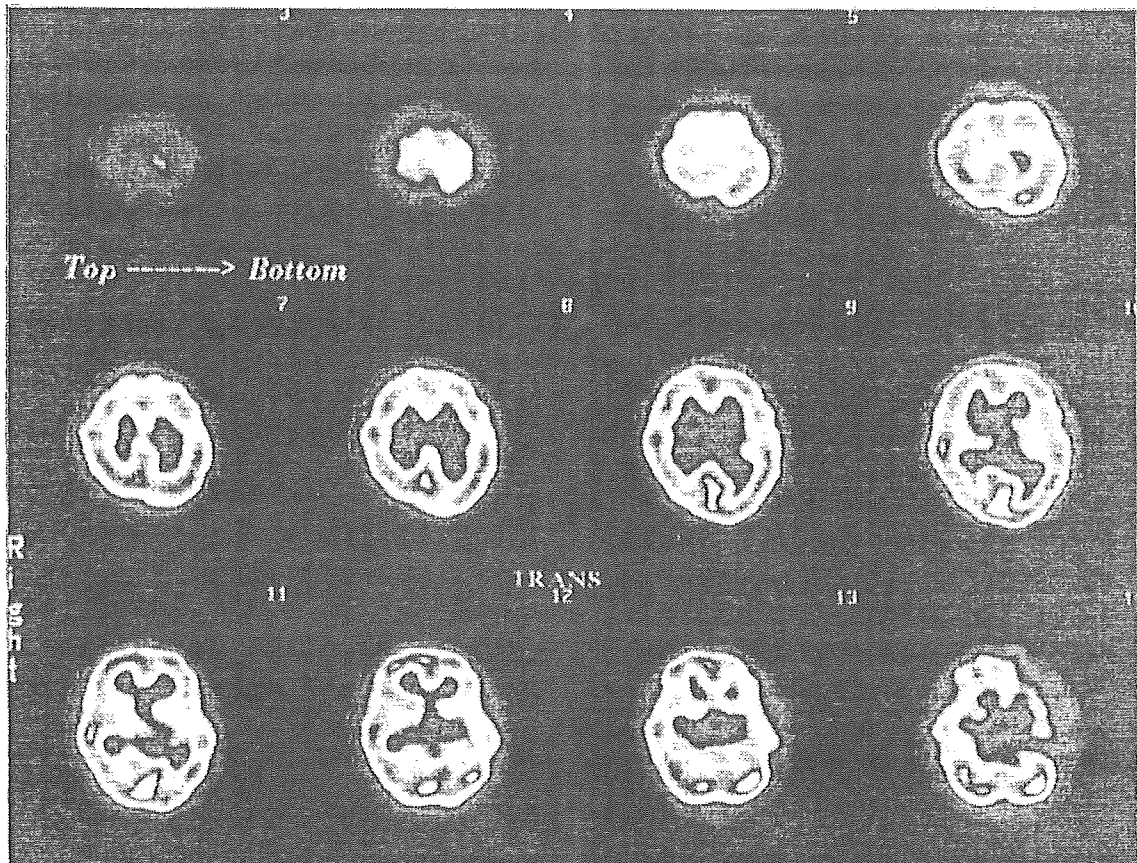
Example of SPECT data in HFA. These data were obtained from a 13-year-old male. From the superior left to inferior right sections in the Figure correspond to the cranial to caudal horizontal sections in the subject. The left side in the Figure correspond to the right side of horizontal sections in the subject. It looks like left temporal lobe is hypoperfusion relatively, but those are not responsible.
